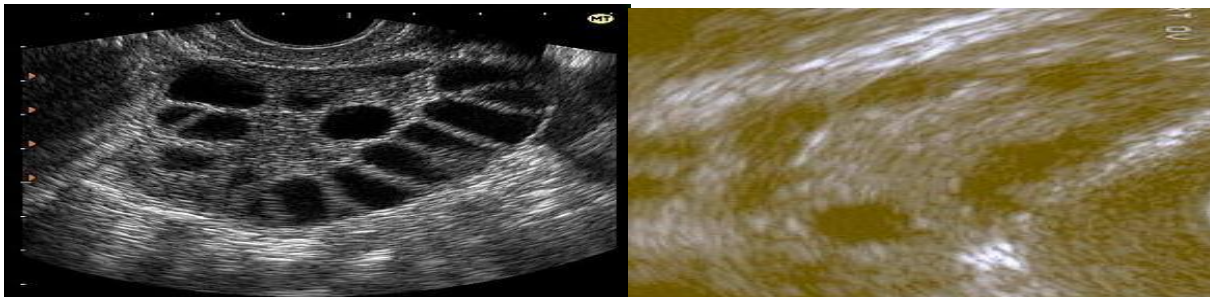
УЗИ-Поликистозных яичников
